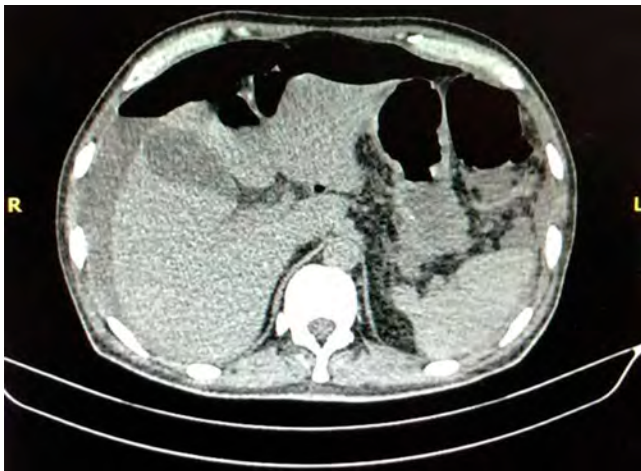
Tomografía de abdomen con evidencia de aire y líquido libre en cavidad.
